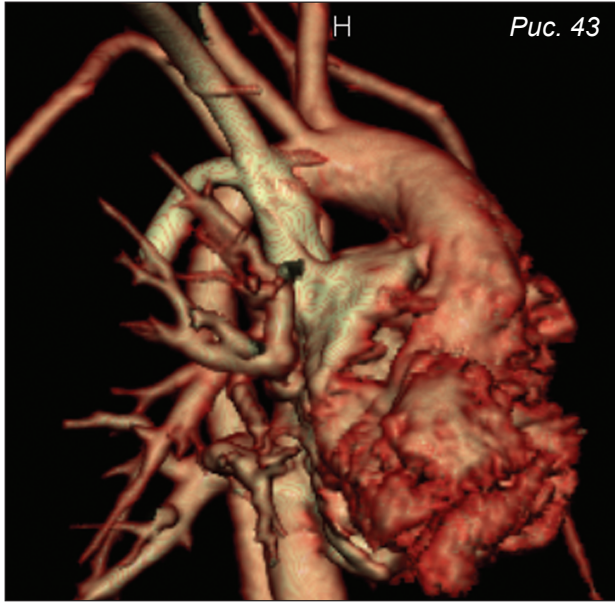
КТ органов грудной полости.
